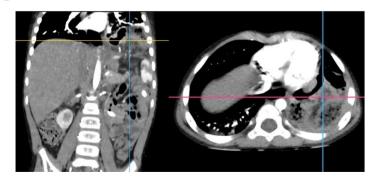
Компьютерная томограмма ребенка с приобретенной диафрагмальной грыжей
